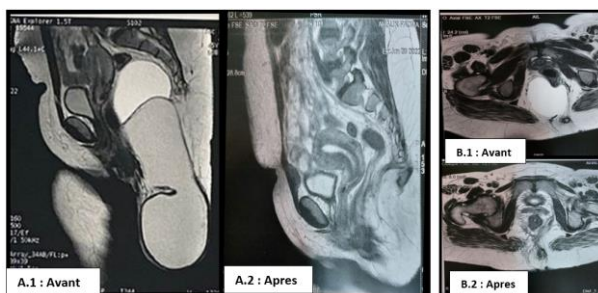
image comparative IRM avant et après en coupe sagittale et transversale.
